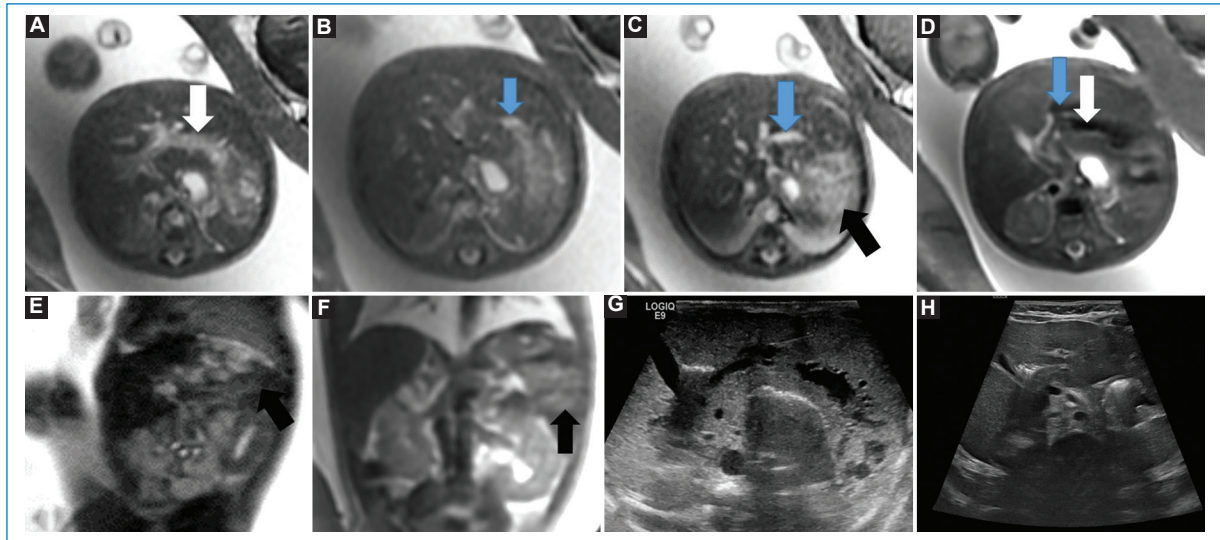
RM realizada a las 29 semanas y 6 días de edad gestacional. Sospecha de cortocircuito portosistémico y fístulas arteriovenosas hepáticas. (A-C) Cortes axiales FIESTA. (D) Corte axial SS FSE T2. (E) Corte sagital SS FSE. (F) Corte coronal SS FSE T2. La RM fetal mostró hepatomegalia, con dilatación de la vena porta intrahepática, especialmente de la rama portal izquierda (flecha blanca), y una lesión en el parénquima hepático, hiperintensa en T2 (flecha negra), sugestiva de hemangioma. También se identificaron pequeños vasos anómalos que drenaban en la vena hepática izquierda (flechas azules), lo que sugiere un cortocircuito portosistémico desde la rama portal izquierda hacia la vena hepática izquierda. (G) Ecografía al día de vida en la que se observan hepatomegalia y una malformación vascular con vasos arteriales y venosos, así como un nódulo hiperecogénico compatible con hemangioma. (H) Ecografía a los 5 meses de vida que muestra la resolución de las malformaciones vasculares y la involución completa del hemangioma.
